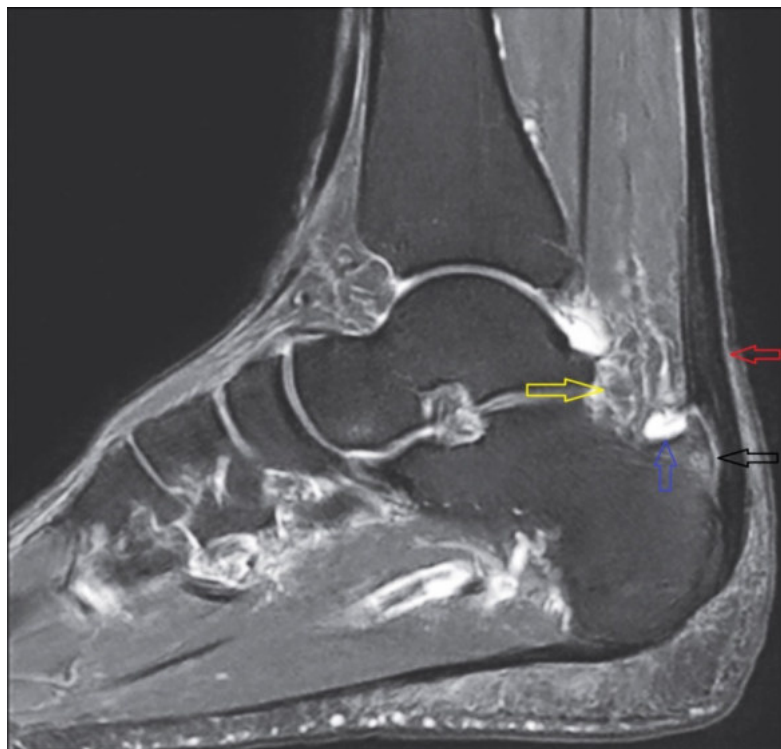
МРТ хворої 38 років з синдромом Хаглунда. Спостерігається збільшена зап'яtkова бурса, заповнена рідинним вмістом (синя стрілка), збільшені задньо-верхні відділи п'яtkової кістки (чорна стрілка), потовщення АС (червона стрілка) та набряк нижніх відділів жирового тіла Кагера (жовта стрілка).
